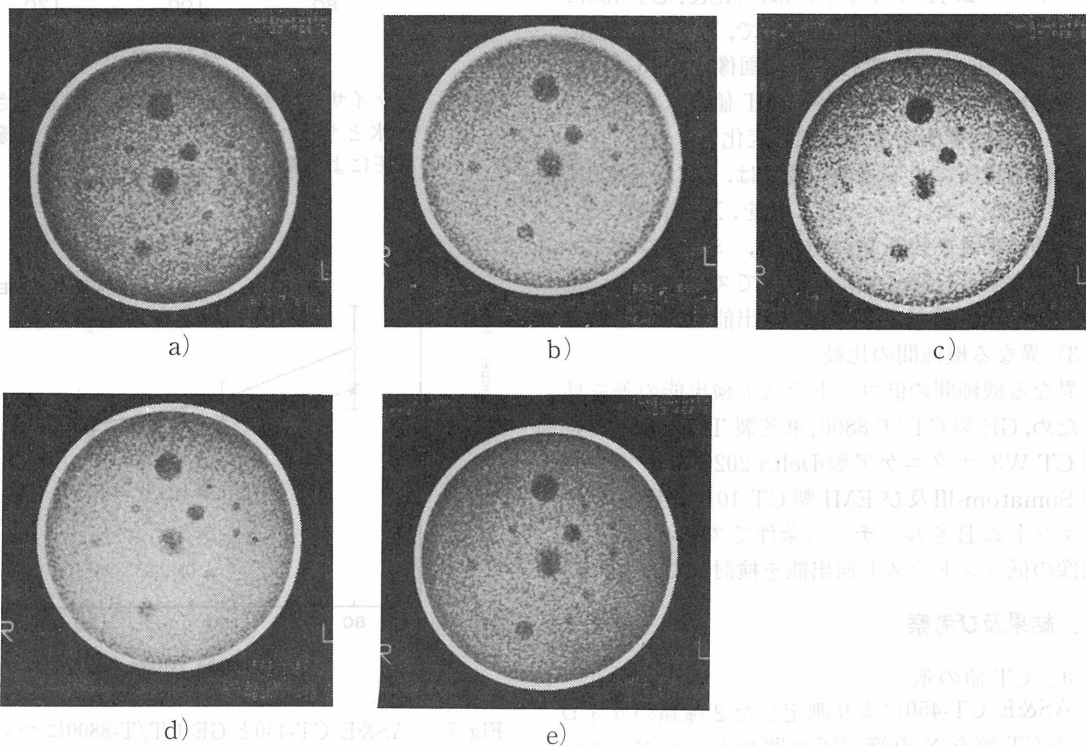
X線管電圧によるファントムBの画像の変化。ファントムBをGE製CT/T-8800により、最大のミリアンペア秒(1152mAs)で撮影した。X線管電圧は、a) 80kV, b) 90kV, c) 100kV, d) 110kV, e) 120kVである。
